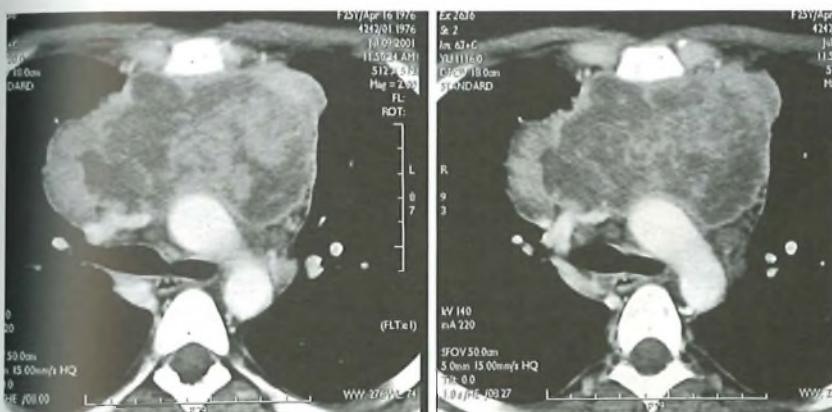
TAC del torace (linfoma non-Hodgkin): presenza di neoformazione del mediastino antero-superiore, di aspetto disomogeneo con aree a densità liquida, che si estende dal giugulo fino al piano passante per l'origine dell'arteria polmonare. I margini della neoformazione sono irregolari, infiltranti la vena cava superiore e il tronco brachiocefalico sinistro. Associate linfoadenopatie paratracheali.
